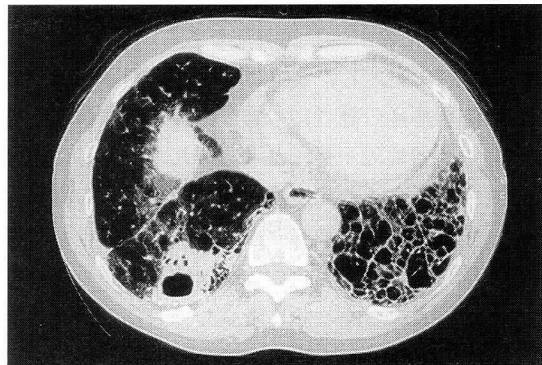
Chest CT on admission showing reticular or honey-comb pattern in the bilateral lower lobe and infiltration shadows with cavity (>3 cm) in the right segment 10.
